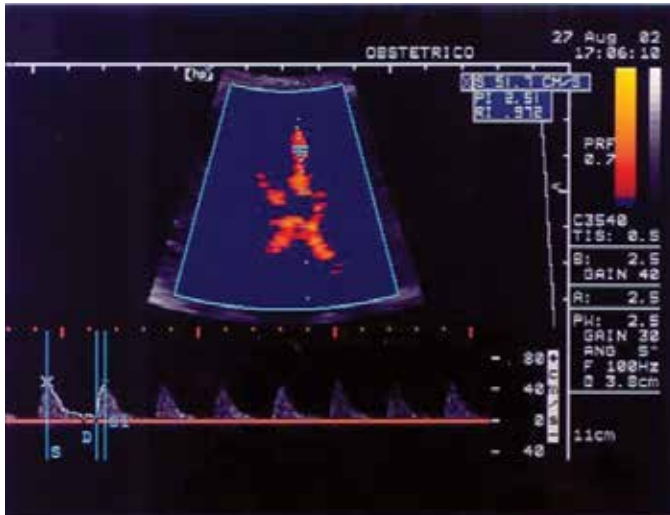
Dopplervelocimetria na artéria cerebral média fetal, utilizando ângulo de insonação abaixo de 20° e filtro de parede de 100Hz
